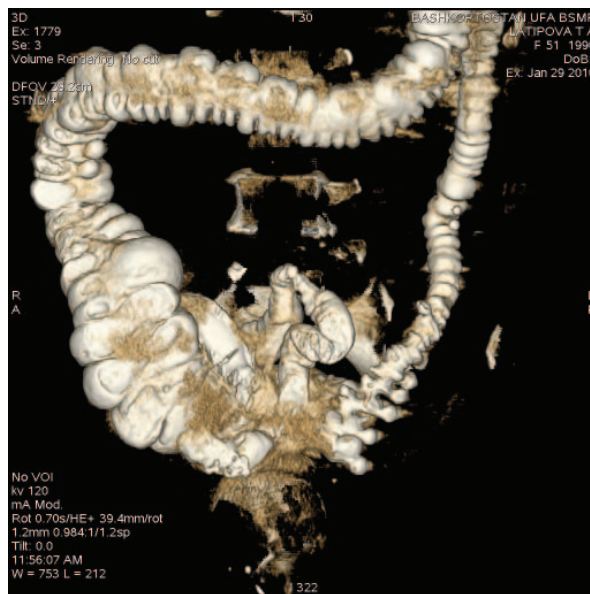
КТ с контрастированием толстой кишки. Внутренний свищ сигмовидной с тонкой кишкой
